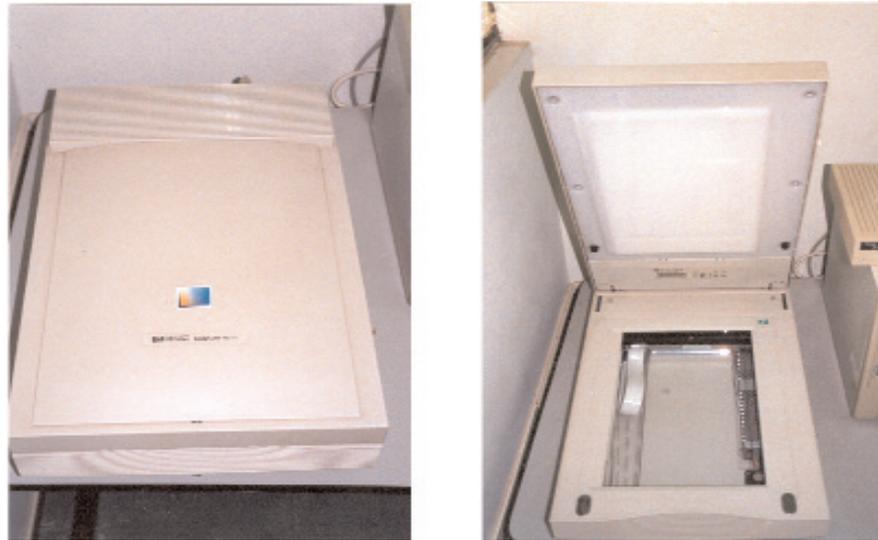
Scanner HP Scanjet 4 C/T com leitor de transparência, utilizado para digitalização das radiografias.
